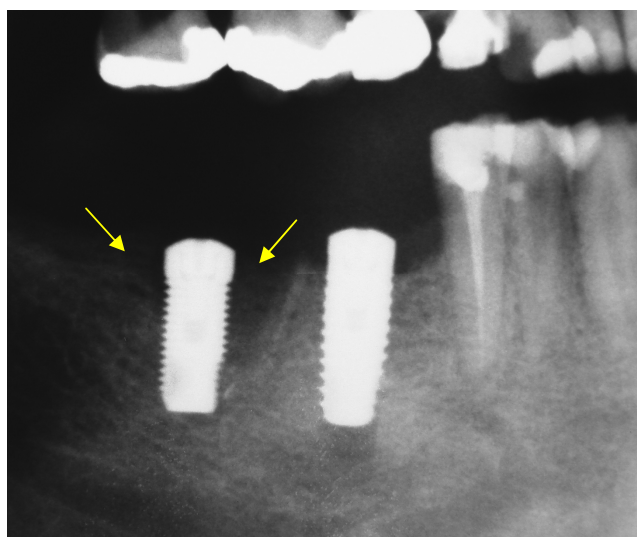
Radiografia demonstrando perda óssea 30 dias após a colocação do implante (setas).
